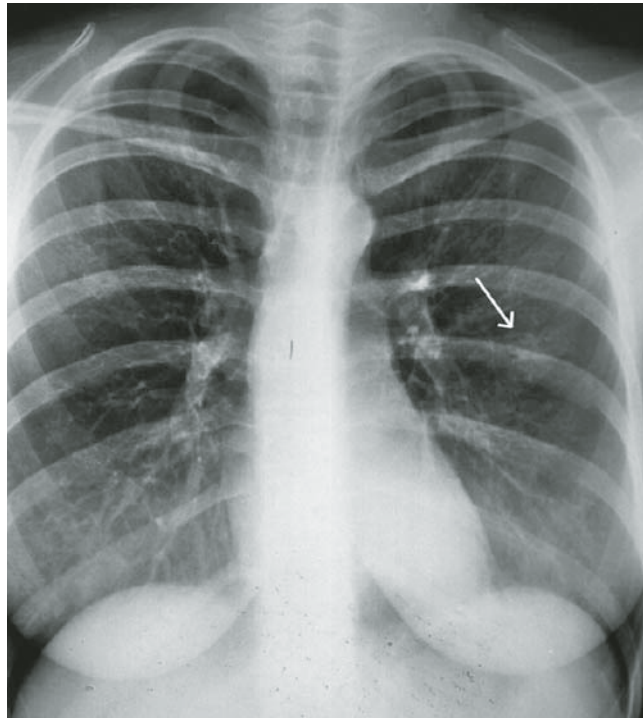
Erst in einer späteren Aufnahme sind die zunächst nur in der CT sichtbaren Infiltrate auch in der Röntgen-Übersicht erkennbar.
